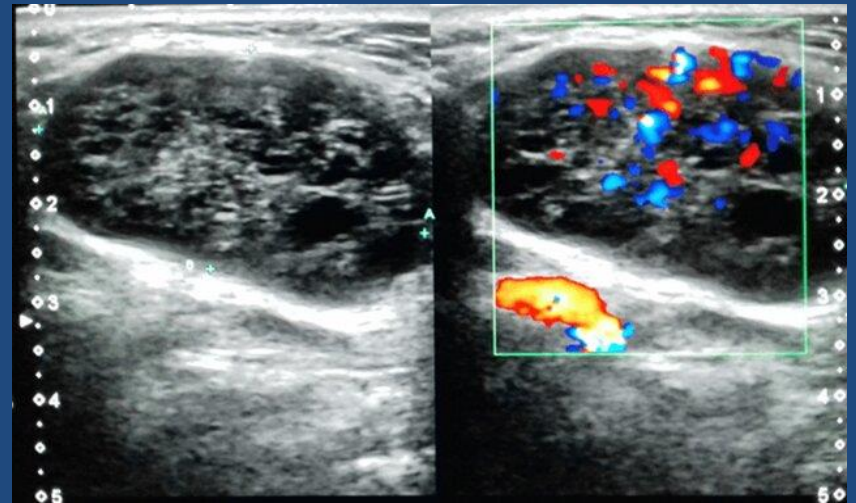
Tenues tabiques con señal doppler en su interior
